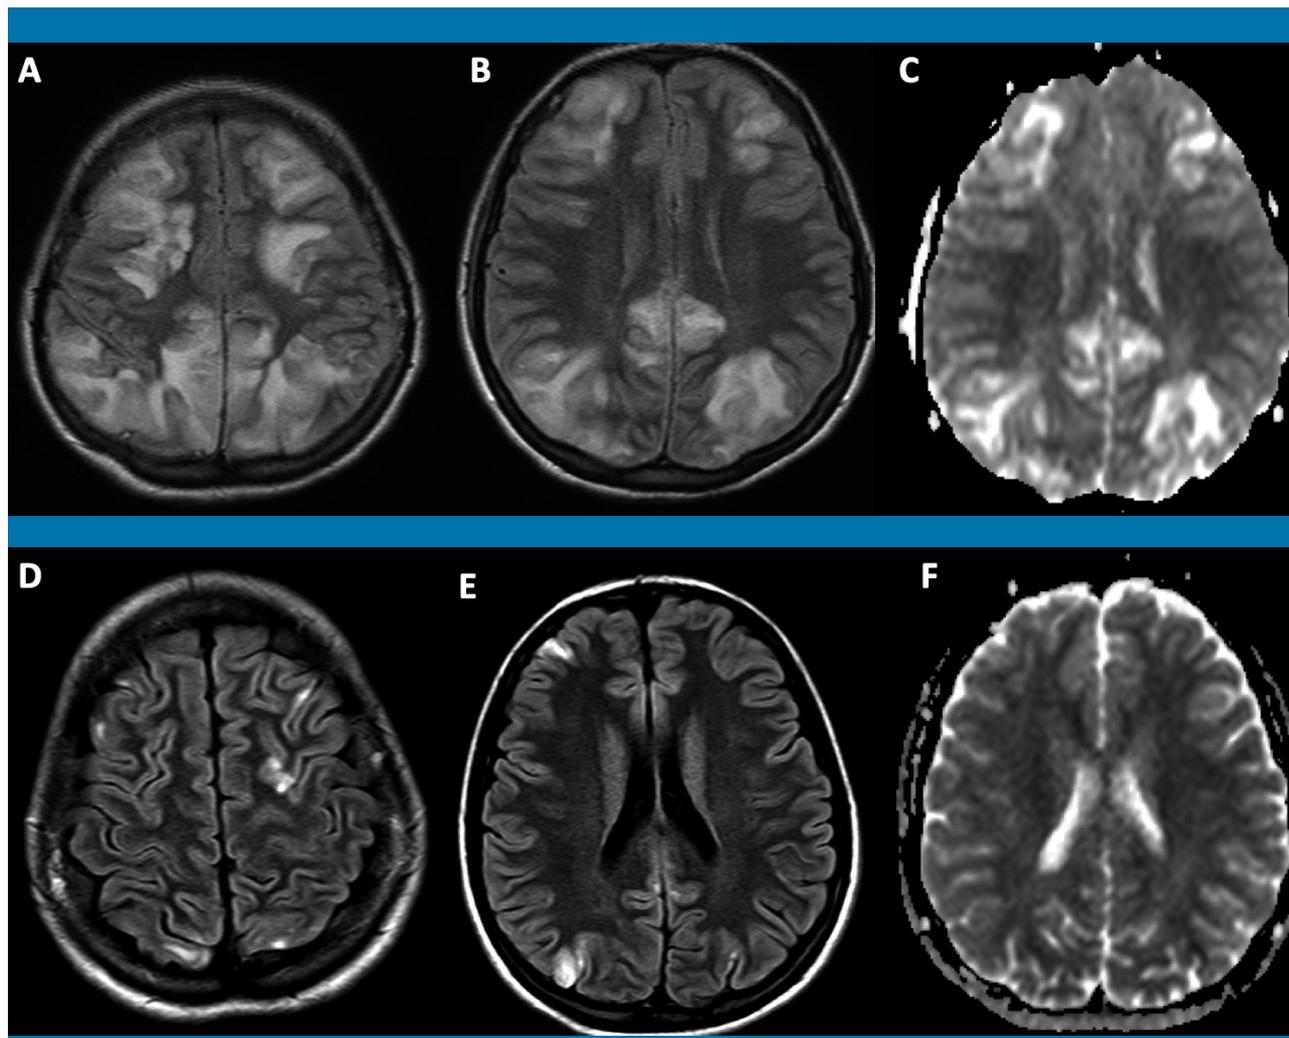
A, B y C) Cortes axiales de la primera RM realizada al ingreso en la UCIP. Secuencia FLAIR axial (A y B) y mapa ADC de la difusión (C). Se observa un edema cerebral difuso, con ventrículos laterales y el espacio extraaxial disminuidos de tamaño, así como extensas lesiones corticosubcorticales en los territorios limítrofes vasculares anteriores y posteriores, con una hiperintensidad de señal que indica una difusión facilitada en el mapa de la difusión. D, E y F) Cortes axiales de la RM de control con las mismas secuencias y en los mismos planos de corte. Secuencia FLAIR axial (D y E) y mapa ADC de la difusión (F), que muestran la desaparición del edema difuso cerebral, con ventrículos laterales y el espacio extraaxial de tamaño normal y una significativa mejoría de las lesiones corticosubcorticales, quedando únicamente algunas pequeñas lesiones residuales corticales aisladas
